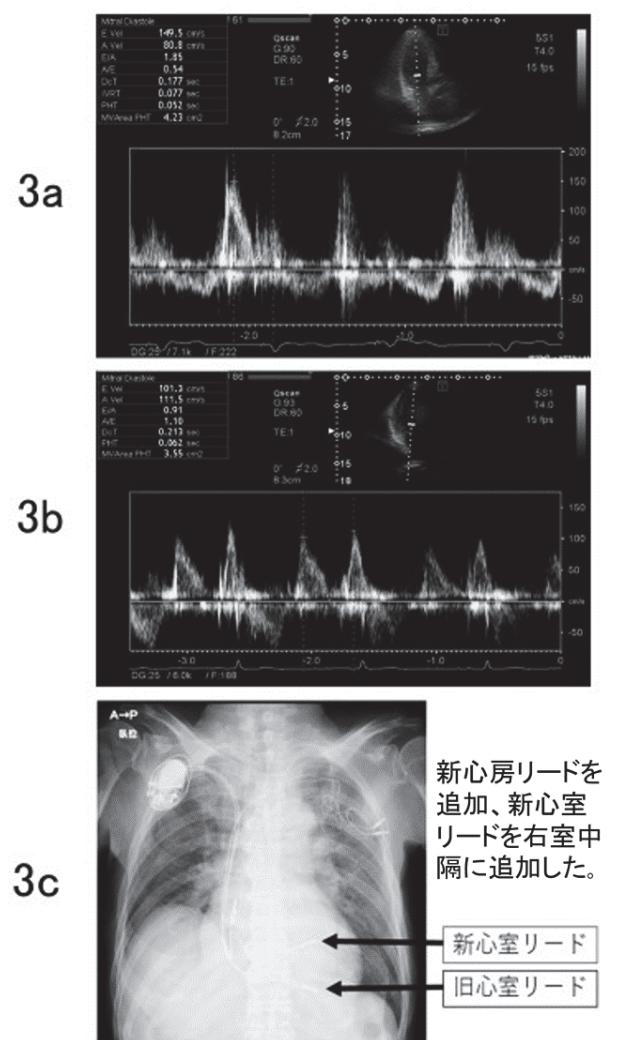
心臓超音波検査及び植え込み術後の胸部X線写真
